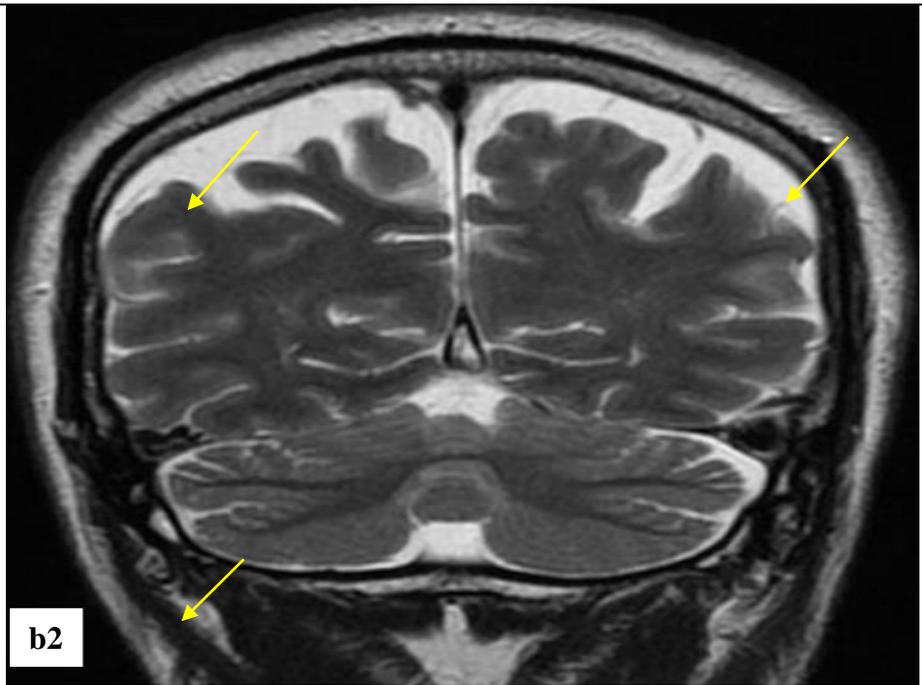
coupe axiale scanographique sans injection de contraste (a) et IRM en séquence pondérée T1 sans injection de contraste, axiale (b1) et coronale (b2) montrant une thrombose du sinus sagittal supérieur (flèche) sous forme d'hyperdensité modérée et hétérogène au scanner et en hypersignal hétérogène à l'IRM.
